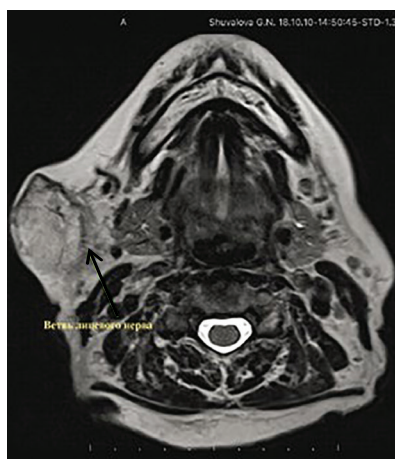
МР-томограмма, на которой визуализируется ветвь лицевого нерва (стрелка).
